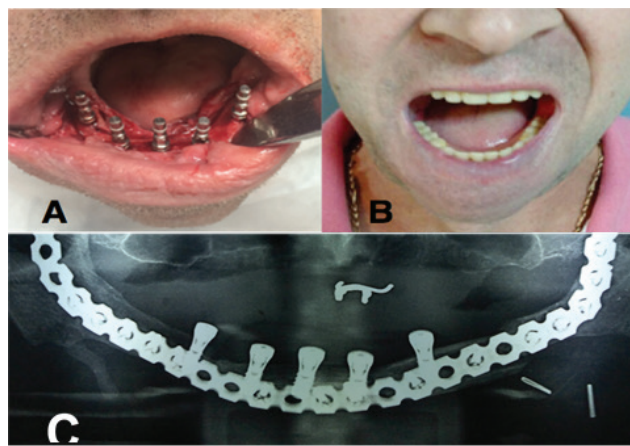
A) Imagem clínica evidenciando a inserção de cinco implantes dentários osteointegráveis. B) Imagem clínica evidenciando a reabilitação dentária do paciente por meio de prótese total inferior sobre implantes e prótese total superior mucossuportada. C) Radiografia panorâmica evidenciando presença de cinco implantes dentários em área de enxerto micro vascularizado de fíbula para confecção de prótese dentária acrílica fixa do tipo protocolo.
